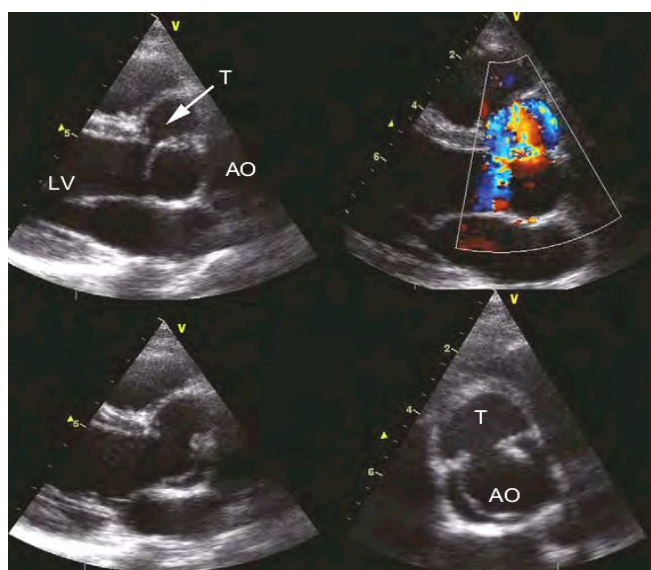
ces images échocardiographiques montrent un tunnel sous aortique étendu avec une IA significative. Ao : Aorte, T : Tunnel, LV : Left ventricle. (d'après Pediatric cardiology d'Anderson).
